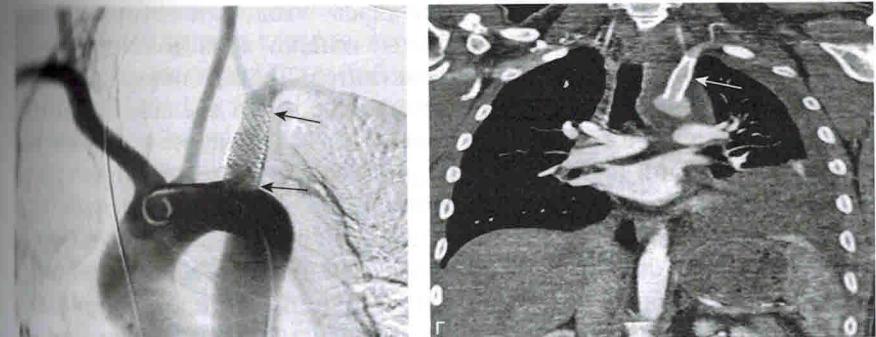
Продолжение. Аортография [в] и компьютерная томограмма [г] после установки стент-графта (стрелки), с полным исключением псевдоаневризмы и фистулы
